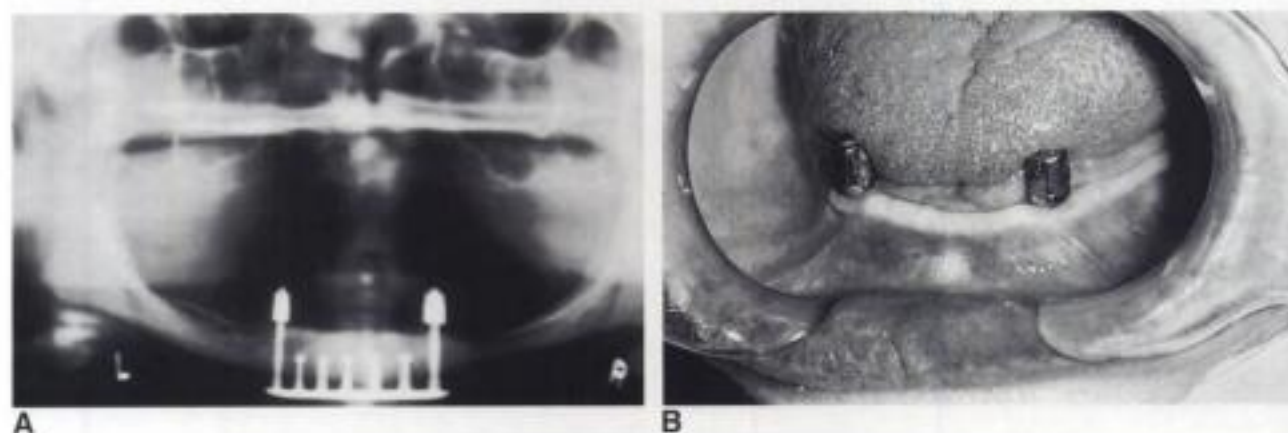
A, Radiografía panorámica de un implante transóseo que muestra la perforación de ambas tablas corticales, de donde proviene el nombre de *implante de grapa*. B, Pilar transmucoso para implante transóseo que sirve para la colocación de la restauración mediante prótesis removible. Véase también lámina en color. (Por cortesía del Dr. Joseph Cain y el Dr. Richard Seals.)
